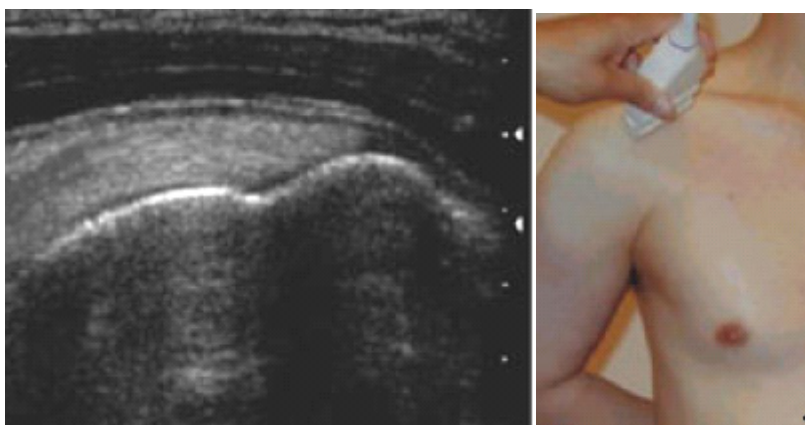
y 7 Imagen ultrasonográfica y técnica del tendón del supraespinoso en corte longitudinal
